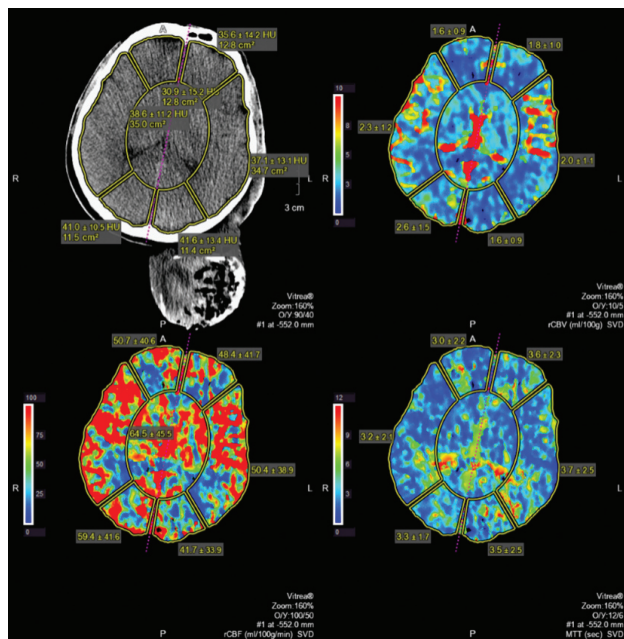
Компьютерно-томографические перфузограммы после эндоваскулярных этапов в режимах CBV (верхний правый), CBF (нижний левый) и MTT (нижний правый). Показатели перфузии в пределах нормальных значений, межполушарная асимметрия не отмечена
